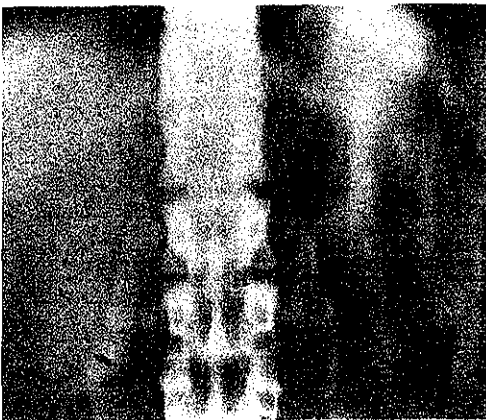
Una nefrotomografía antes de la inyección de material de contraste muestra una delgada línea radiolúcida de grasa (flechas) entre la cápsula renal y el líquido perirrenal circundante.
